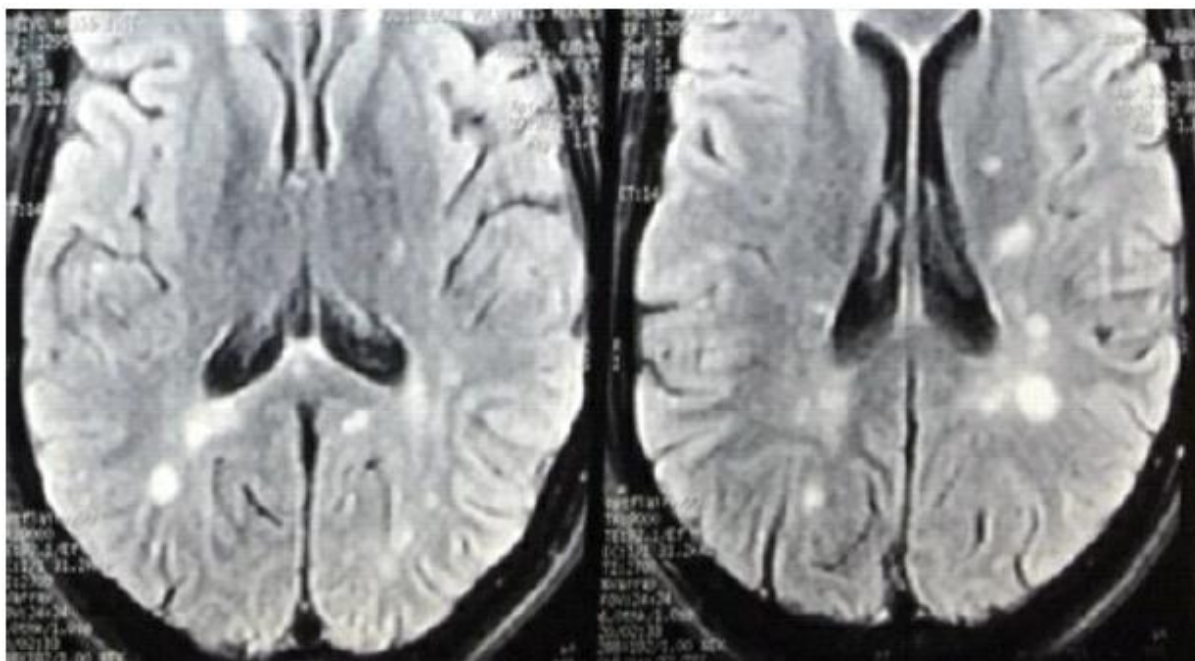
IRM cérébrale-images ovalaires péri ventriculaire (SEP)
